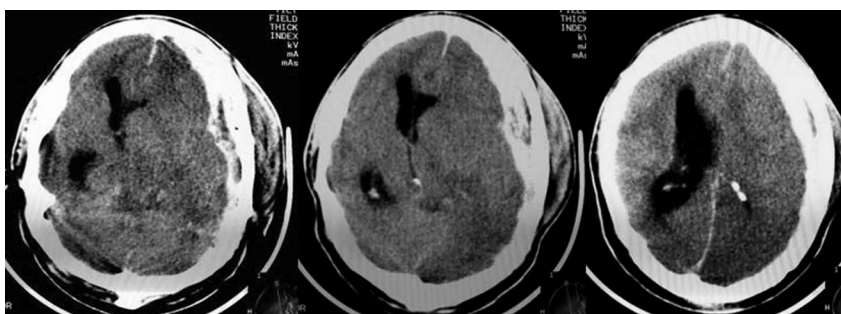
КТ головного мозга пациента Л. ЧМТ со сдавлением мозга острой субдуральной гематомой левой лобно-височной области. Объем гематомы 120 мм³. Смещение срединных структур на 14 мм. Обращает внимание гетерогенный характер гематомы.
